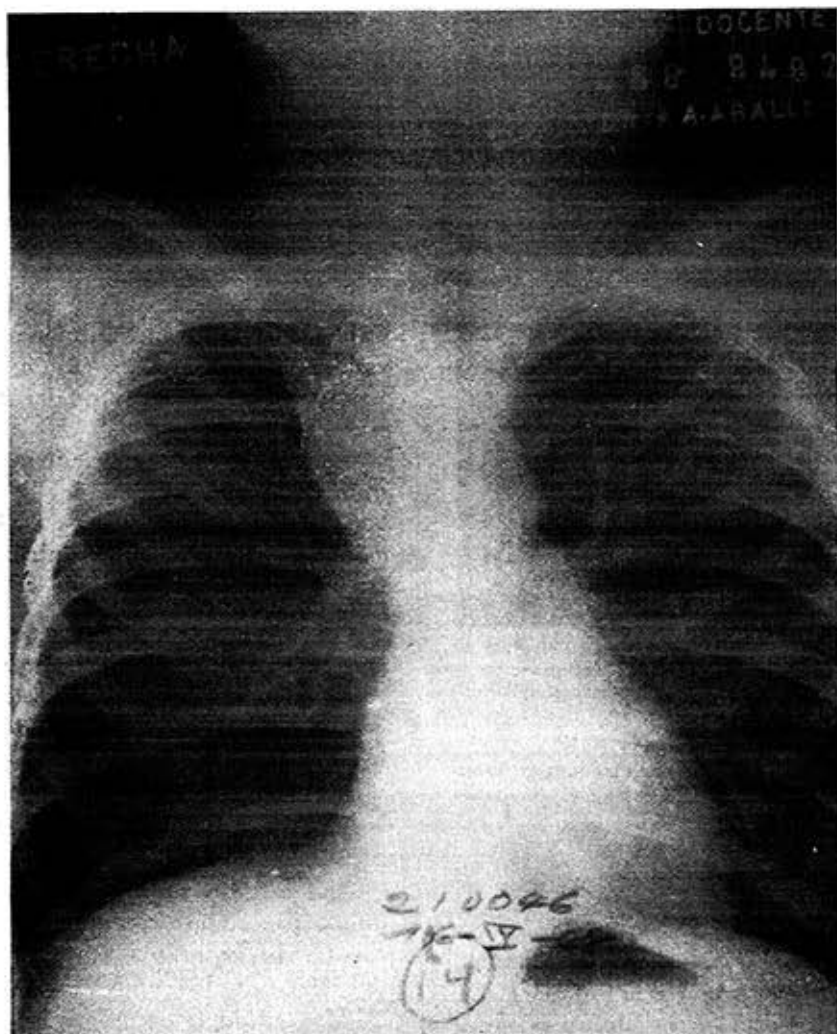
Radiografía de tórax realizado al caso No. 2, dos años después, que demuestra la persistencia de la atelectasia señalada en la Fig. 11.
